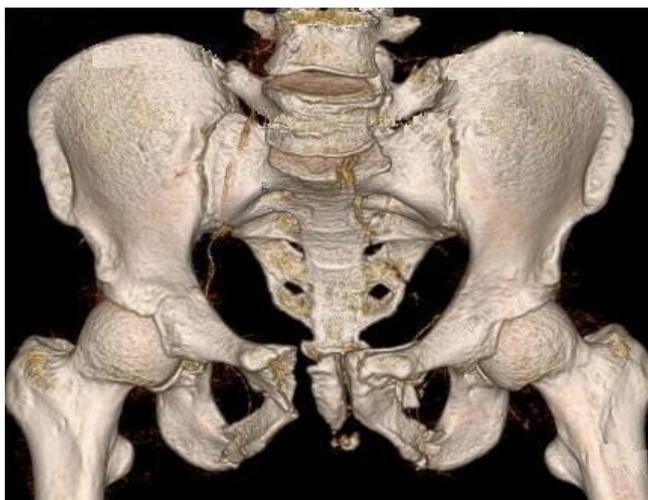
КТ больного А. 42 лет. Разрыв крестцово-подвздошного сочленения слева, перелом обеих лонных костей
